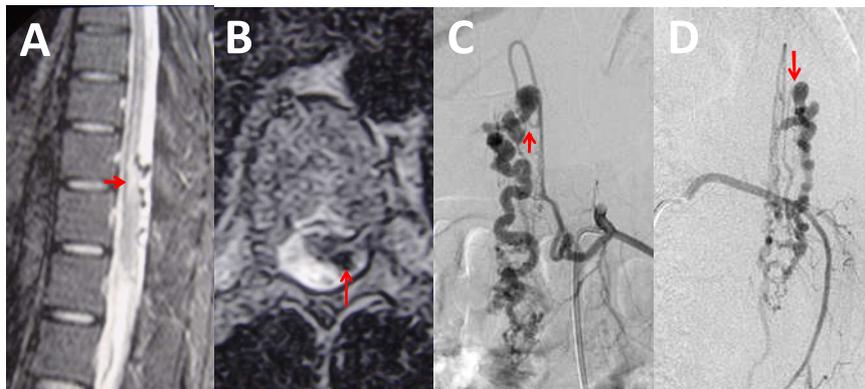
Resonancia magnética (A y B) y angiografía (C y D) que demuestran la FAVPM. A) RM sagital ponderada en T2 que demuestra hiperseñal en el epicorno e imágenes de vacío de señal en la superficie posterior de la médula espinal (flecha). C) y D) Angiografía segmentaria de T11 izquierda en proyecciones anteroposterior y lateral que muestra que la fístula es alimentada por la arteria espinal posterior (flecha) la cual a su vez se origina de un tronco común con la arteria de Adamkiewicz
